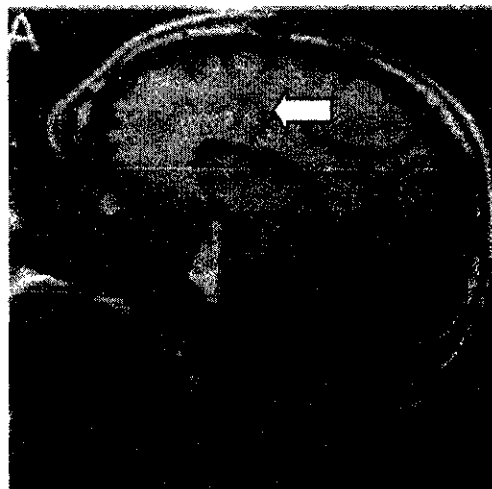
Imagen Sagital de Resonancia Magnética de cráneo en donde se observa la cicatriz (flecha) producida por la cingulotomía con radiofrecuencia (obtenido de Davis *et al.*, 1994¹³⁷)
